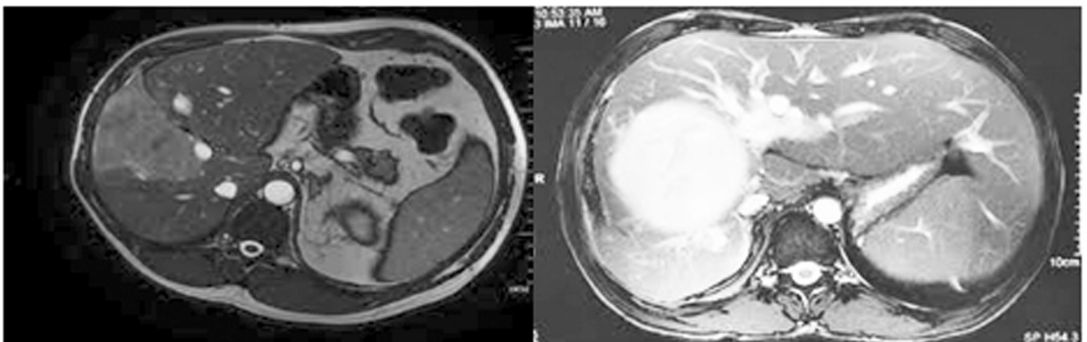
RMN Colangiografie. Colangiocarcinoma.
